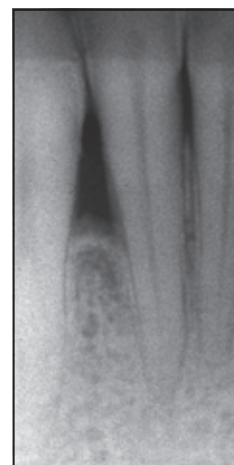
Röntgenaufnahme 10 Jahre postoperativ.
